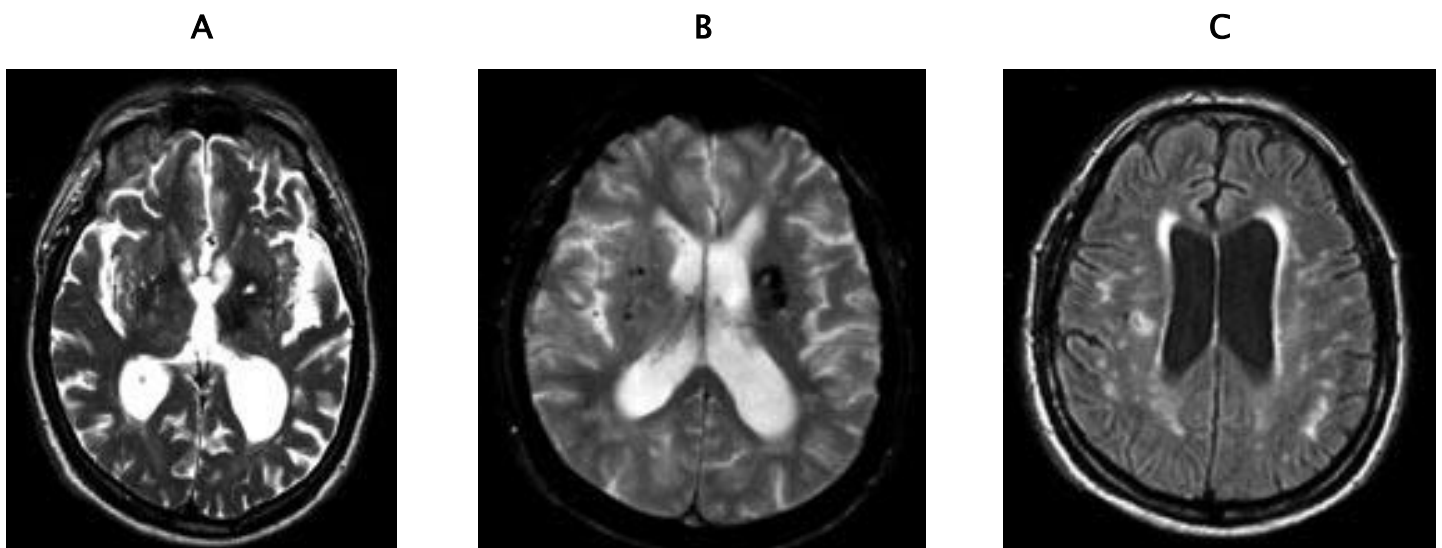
patiente de 67 ans, aux antécédents d'HTA, présentant une perte de connaissance brutale. a) séquence axiale en pondération SE T2, hématome du noyau lenticulaire gauche en hyposignal comportant un hypersignal punctiforme central (black ring sign). b) séquence axiale en pondération T2 en écho de gradient : hématome en hyposignal avec un centre hypersignal associé à des micro saignements du putamen controlatéral. c) séquence axiale en FLAIR : multiples hypersignaux de type lacunaire associés à une leucopathie.
